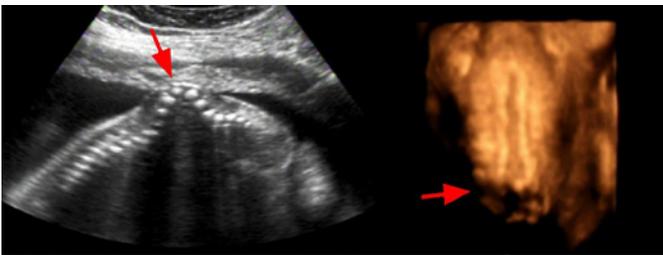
Ultrassonografia fetal bidimensional e tridimensional (A e B, respectivamente), realizadas com 24 semanas de gestação, evidenciando cifose congênita e meningomielocèle (ver setas).
